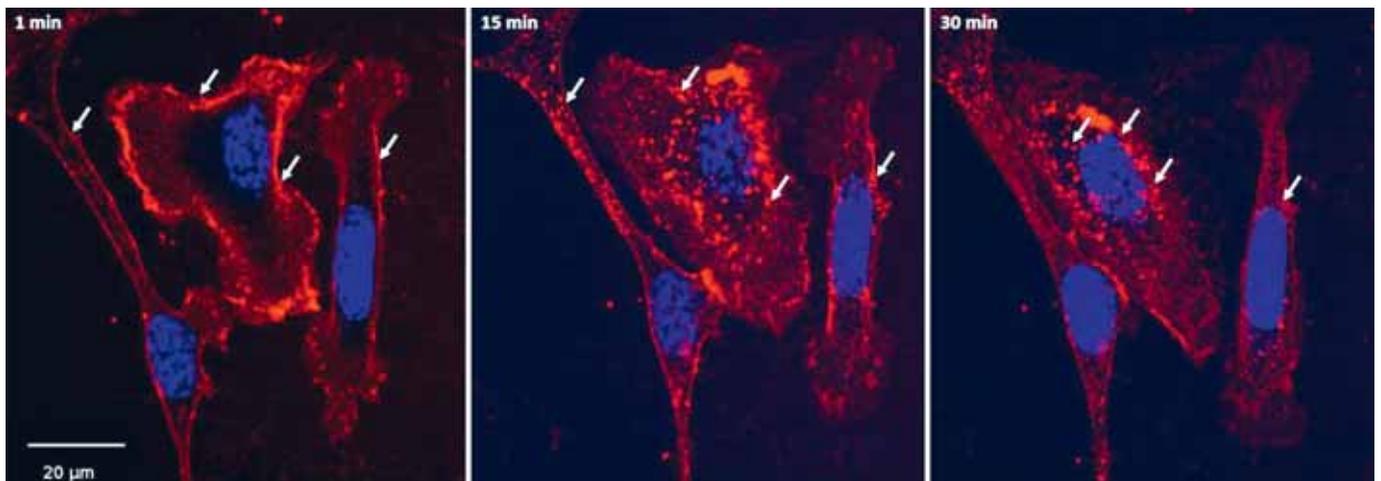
Konfokal-mikroskopische Darstellung der zellulären Aufnahme von ML-1 in der Kolonkarzinomzelllinie CT26. Zellkerne sind mit einem blauen, ML-1 mit einem roten Fluoreszenzfarbstoff gefärbt. Die Pfeile zeigen die Bindung von ML-1 an die Zellmembran und die Aufnahme in intrazelluläre Vesikel im zeitlichen Verlauf (übernommen aus [1]).
